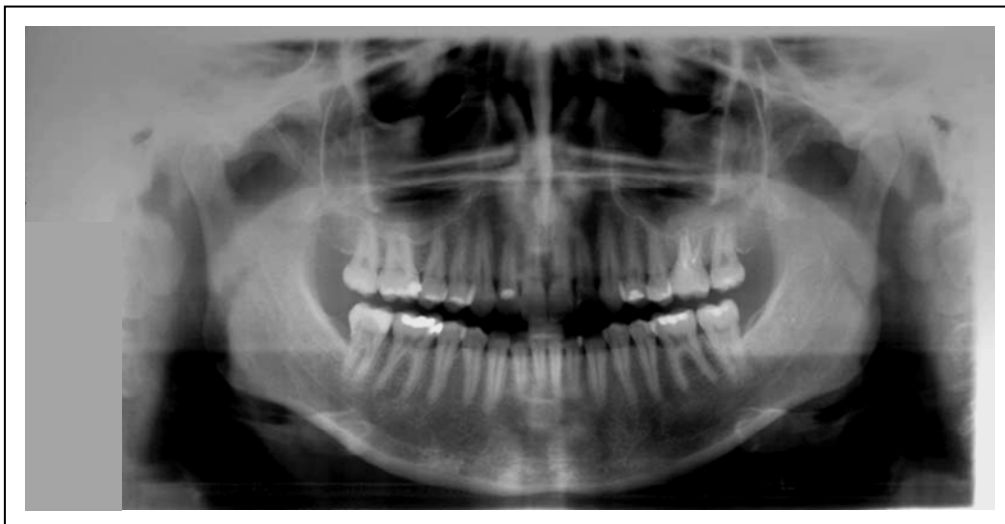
Modelo de Radiografia Panorâmica utilizada no estudo.
